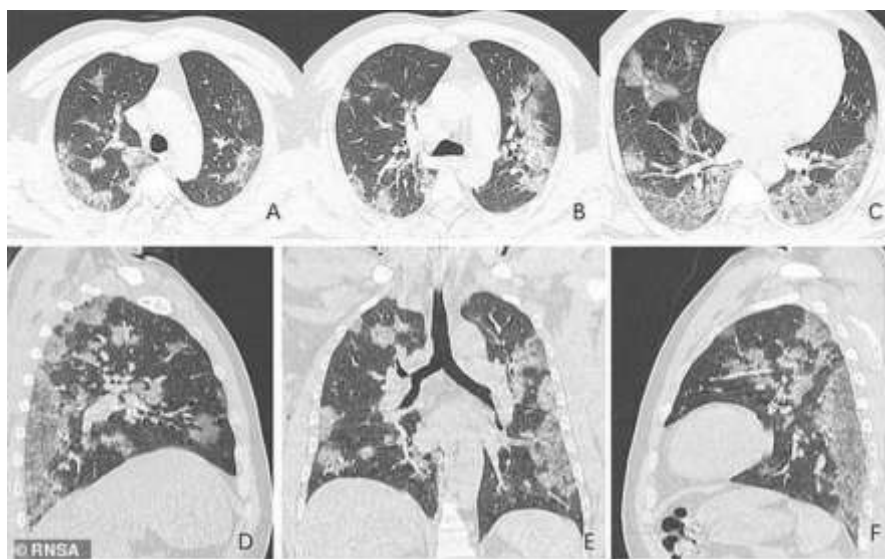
КТ легких при covid пневмонии
